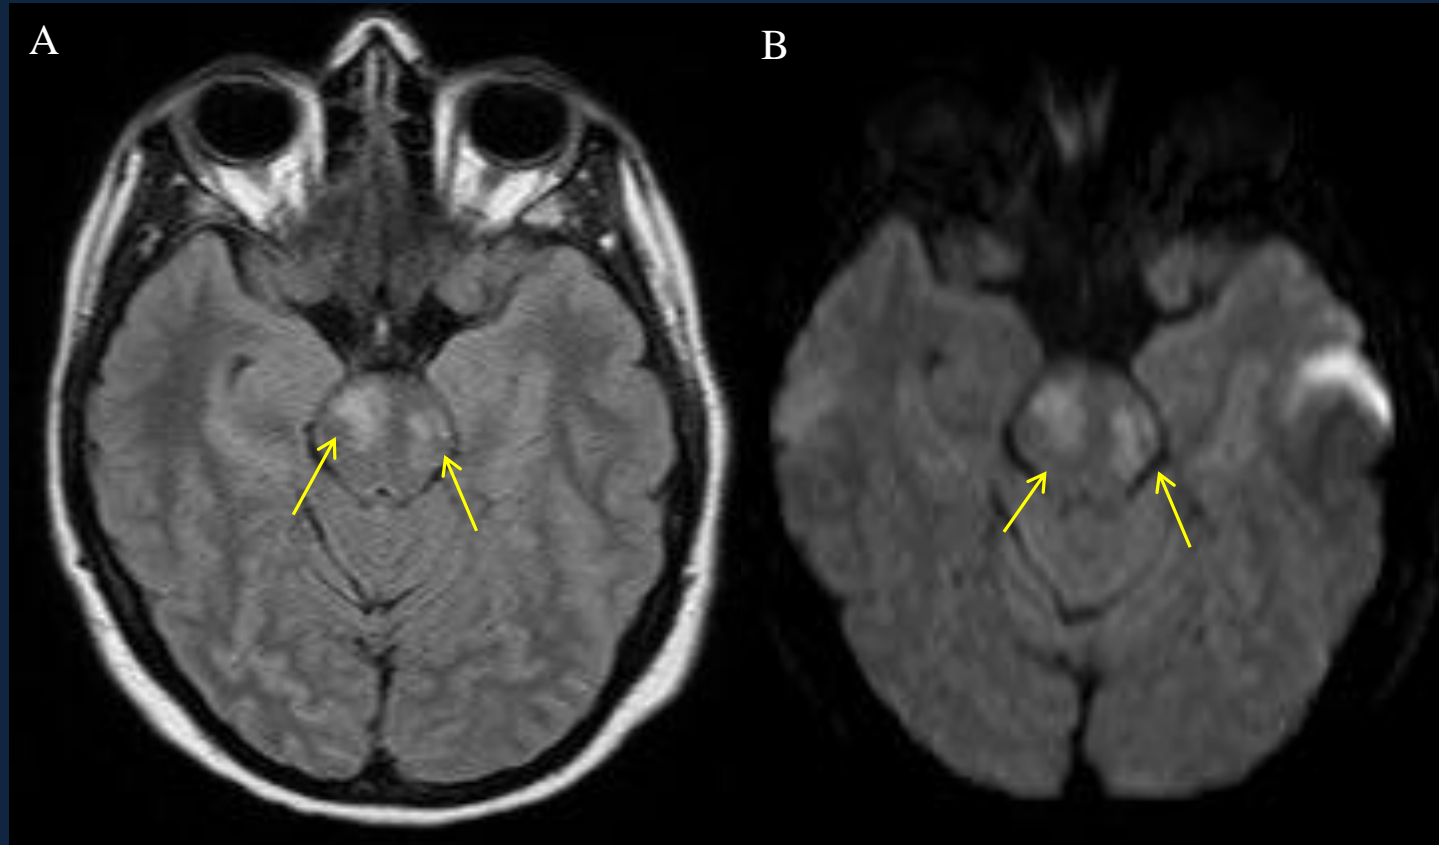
Cortes axiales A. FLAIR B. Difusión (B1000): Lesiones isquémicas agudas bilaterales en calota protuberencial.
